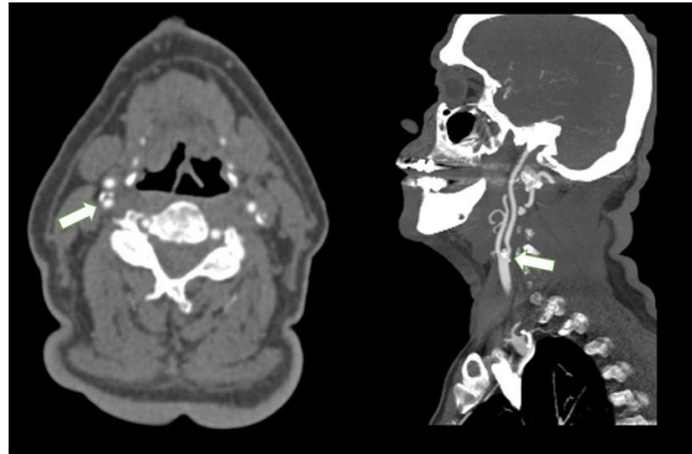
In the axial (left) and sagittal (right) plane Brain + Carotid (Brain + neck) CT angiography examination, a mixed plaque (white arrow) that causes 80-90% stenosis in the left ICA proximal part is observed.
